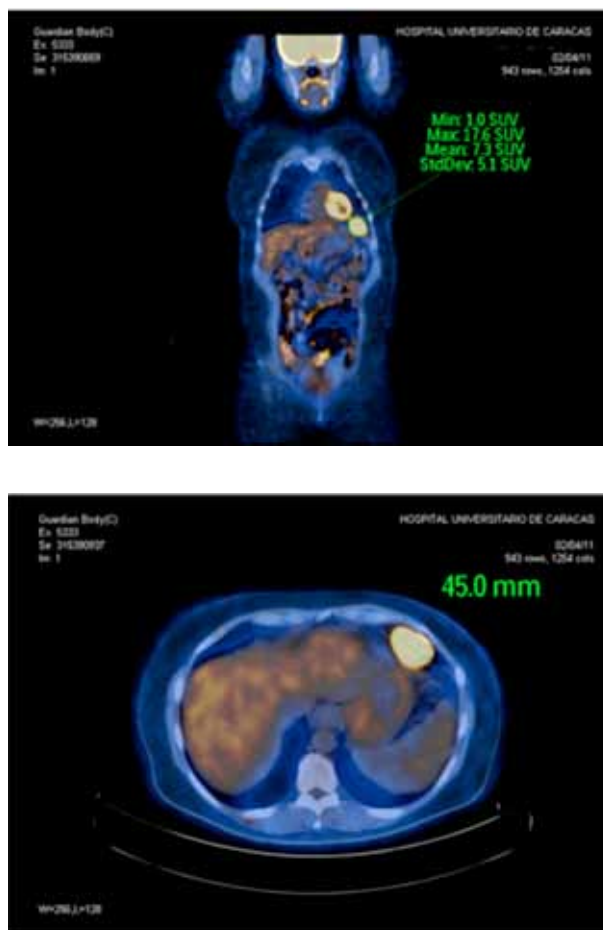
Incremento intenso de la captación del 18 F-FDG en LOE sólido supra diafragmático izquierdo adherido al diafragma (SUV Max. 17.6).
